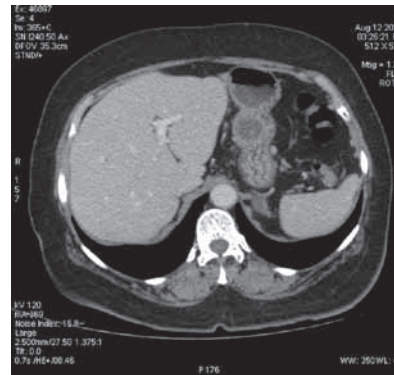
Эффект терапии сохраняется (компьютерная томография, август 2016 г., через 338 недель после начала терапии)
